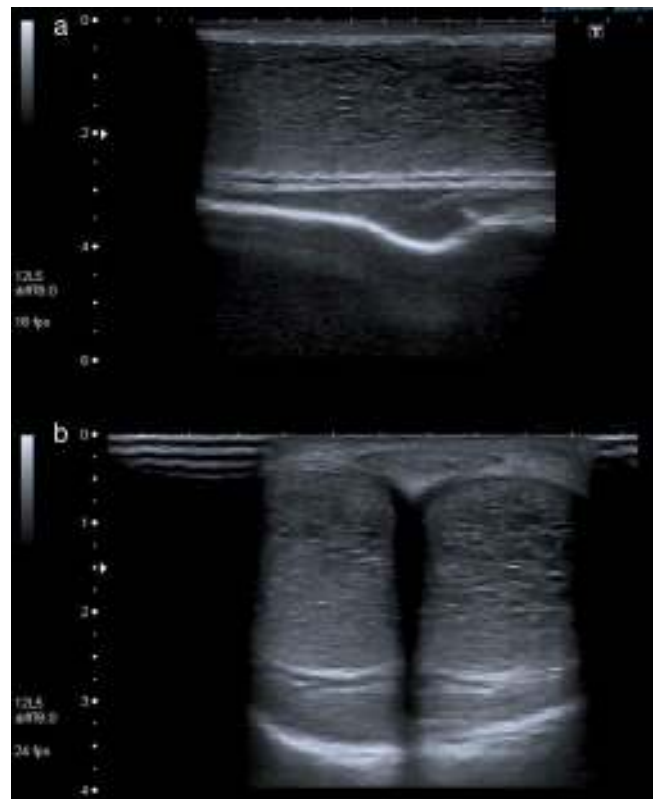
En la ecografía peneana se observa tanto en un corte longitudinal (1.a), como transversal (1.b), que los cuerpos cavernosos son heterogéneos y están congestivos, consecuencia del priapismo inducido por doxazosina.
